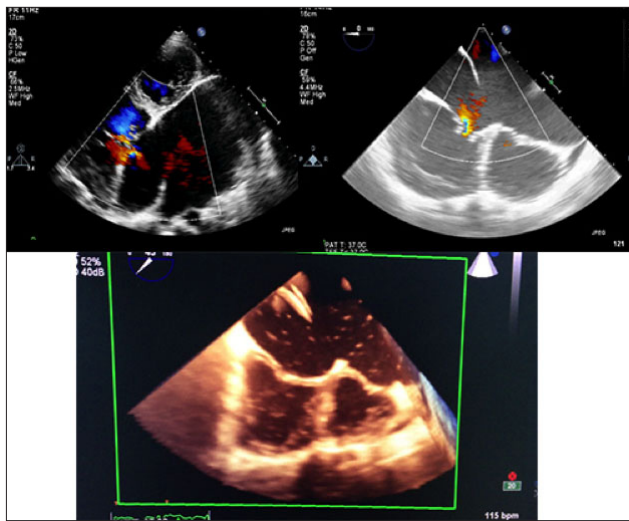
Upper left, transthoracic echocardiogram shows the large atrial septal defect (ASD) and giant atria. Upper right: Transesophageal echocardiogram shows the complex anatomy and large ASD. Bottom: 3D reconstruction echocardiogram of the large ASD.
